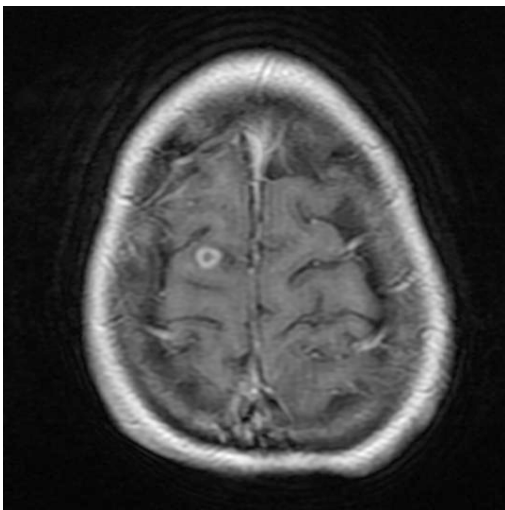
Resonancia magnética de cráneo, corte axial con lesión cortical derecha isointensa y reforzamiento anular.
